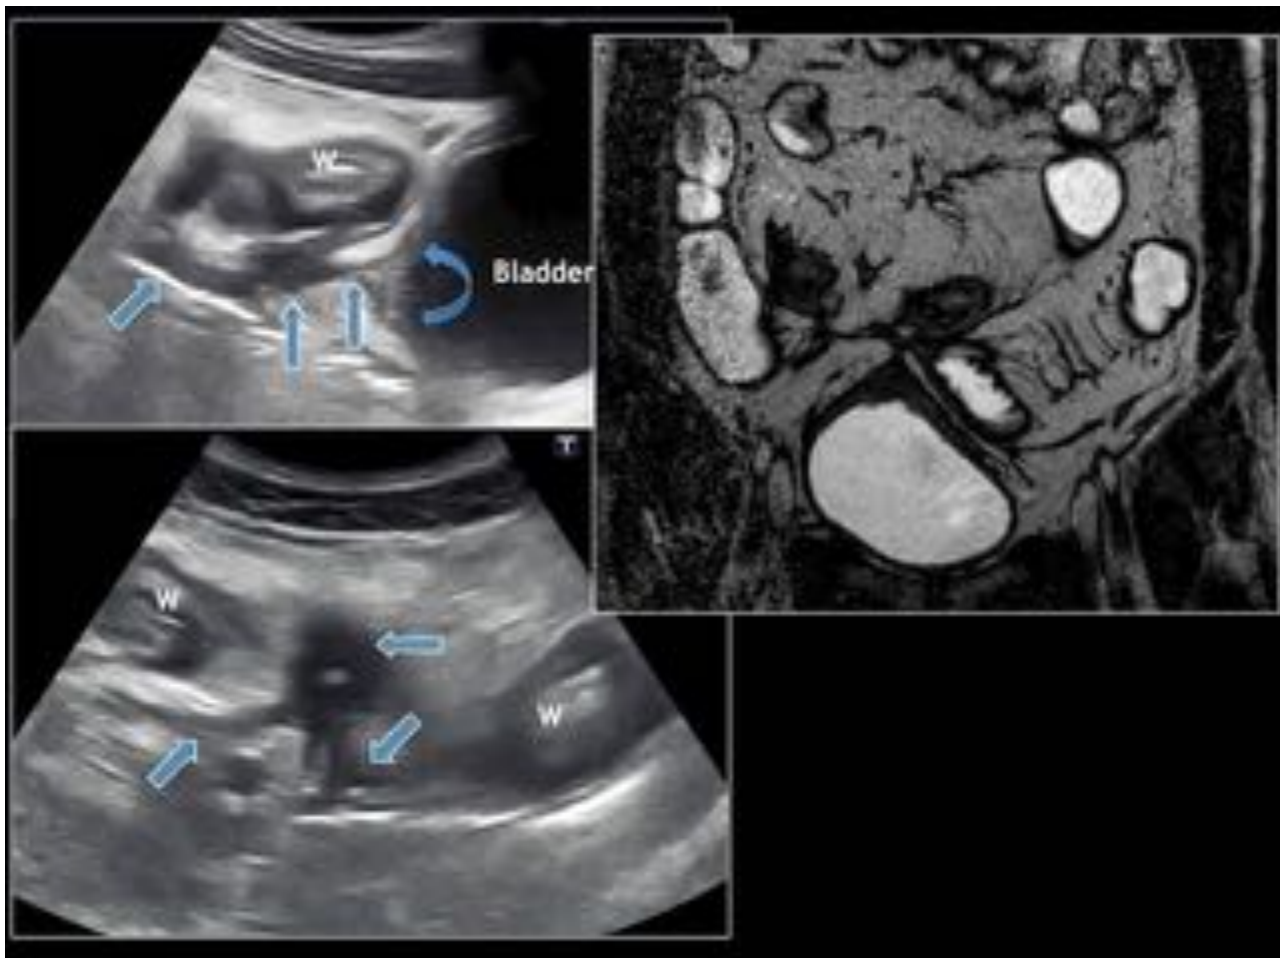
Fístula enteroentérica compleja. (A) Ecografía modo B muestra engrosamiento de varias asas intestinales y fistulas (flechas ) que convergen hacia un punto central con una configuración en estrella. (B) CEUS muestra un realce parietal de los dos segmentos del intestino afectados. C+D, Balanced T2 FFE y T1 + C con supresión grasa muestra una disposición estrellada de las asas intestinales inflamadas y fistulizadas. La fístula se ve como una estructura lineal hipercaptante que comunica dos asas.
